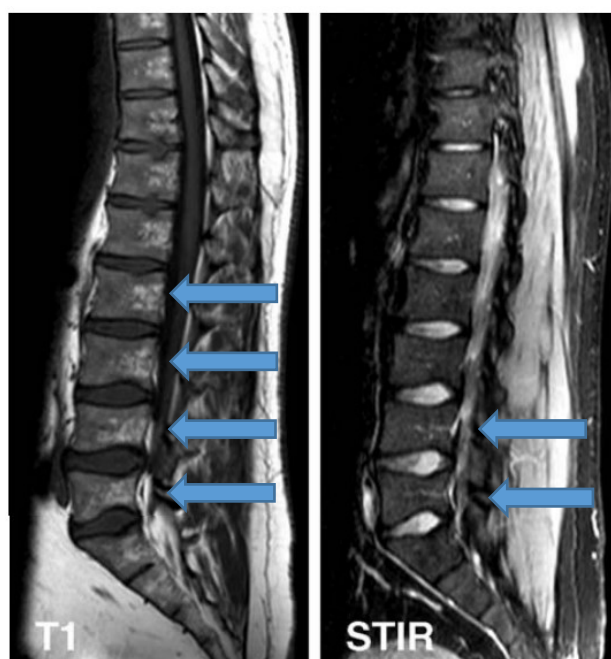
Sequenze T1 e STIR alla RMN spinale toracica e lombare. *Adattato da: Mikosch P., Hughes D. An overview on bone manifestations in Gaucher disease. Wiener Medizinische Wochenschrift, 2010; 160(23-24), 609–624.*
